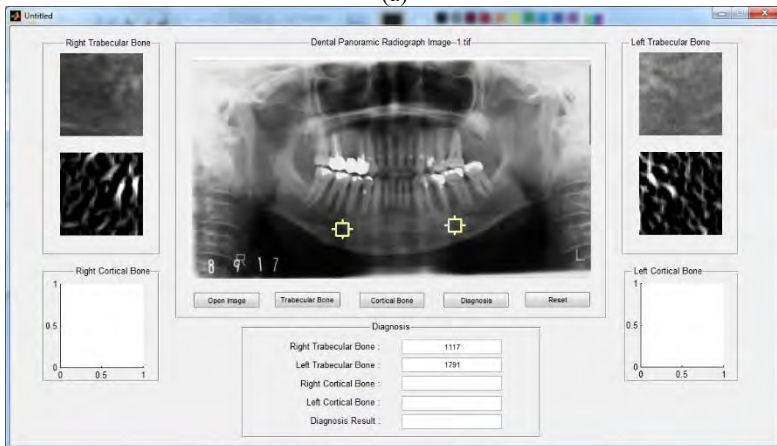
Tampilan GUI setelah citra rontgen gigi dipilih.
